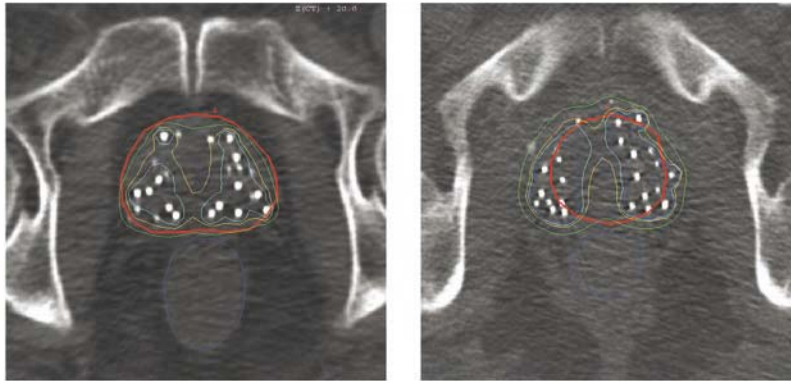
Aspecto post-implante utilizando imágenes de TC. A la izquierda se ve una imagen tomada inmediatamente post-implante. A la derecha, un corte del mismo paciente, aproximadamente a la misma altura, 50 días post-implante.
